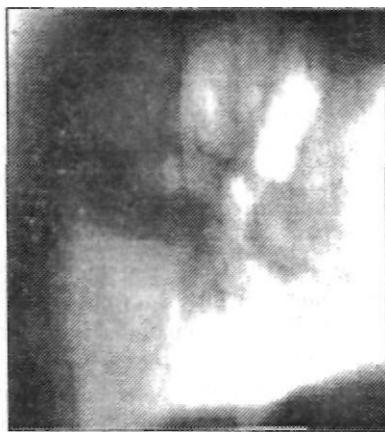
Тот же больной. Рентгенологическая картина перед оперативным вмешательством.
